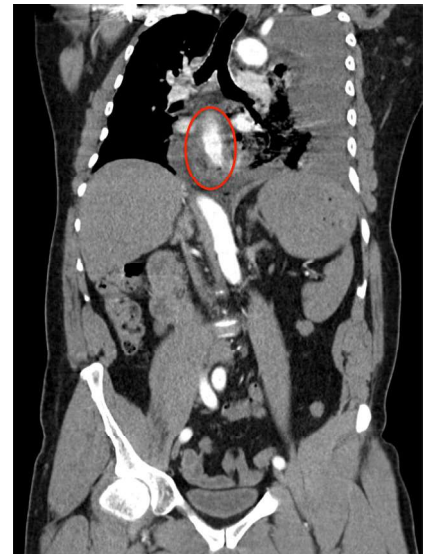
▲ Koronare CT: Pleuraerguss links mit KM im Lumen des Ösophagus. Luft einschüsse sowie Kontrastmittel-Austritt extraluminal
